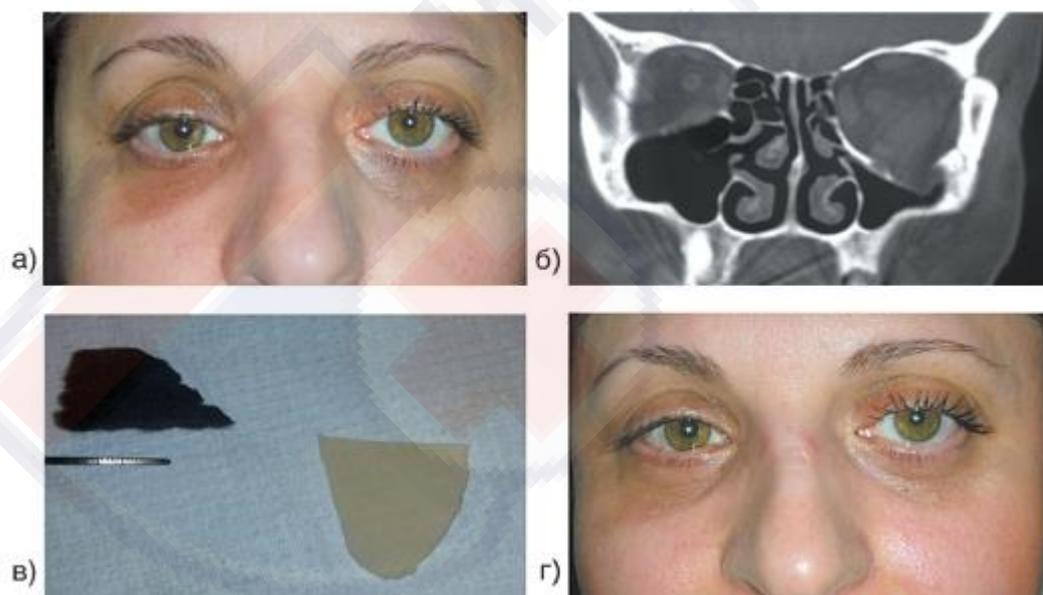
Отсроченная контурная пластика орбиты: а) до операции; б) на КТ перелом нижней стенки с большим смещением вниз, преимущественно в задней трети орбиты; в) подготовленные имплантаты из карботекстима (углеродный войлок) и силикона; г) после операции.
